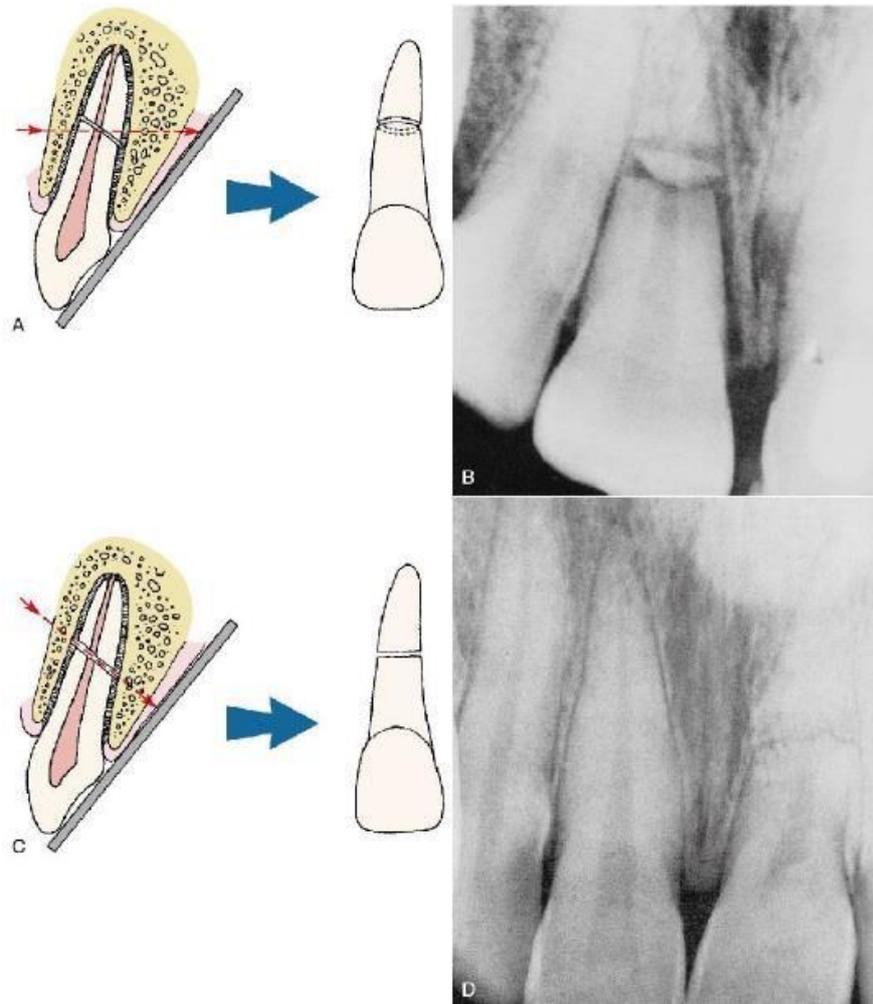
Efecto de la angulación vertical del haz central de rayos X sobre la detección de una fractura radicular horizontal. Cuando el rayo no es paralelo a la línea de fractura (A), puede que aparezca en la radiografía una doble fractura (B) o absolutamente ninguna.
